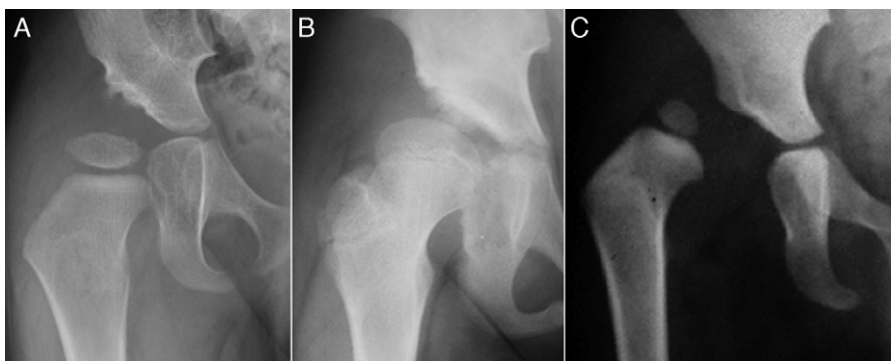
Radiografía anteroposterior de pelvis, que muestra una displasia acetabular (A), una subluxación de la cadera (B) y una luxación de la cadera (C).
